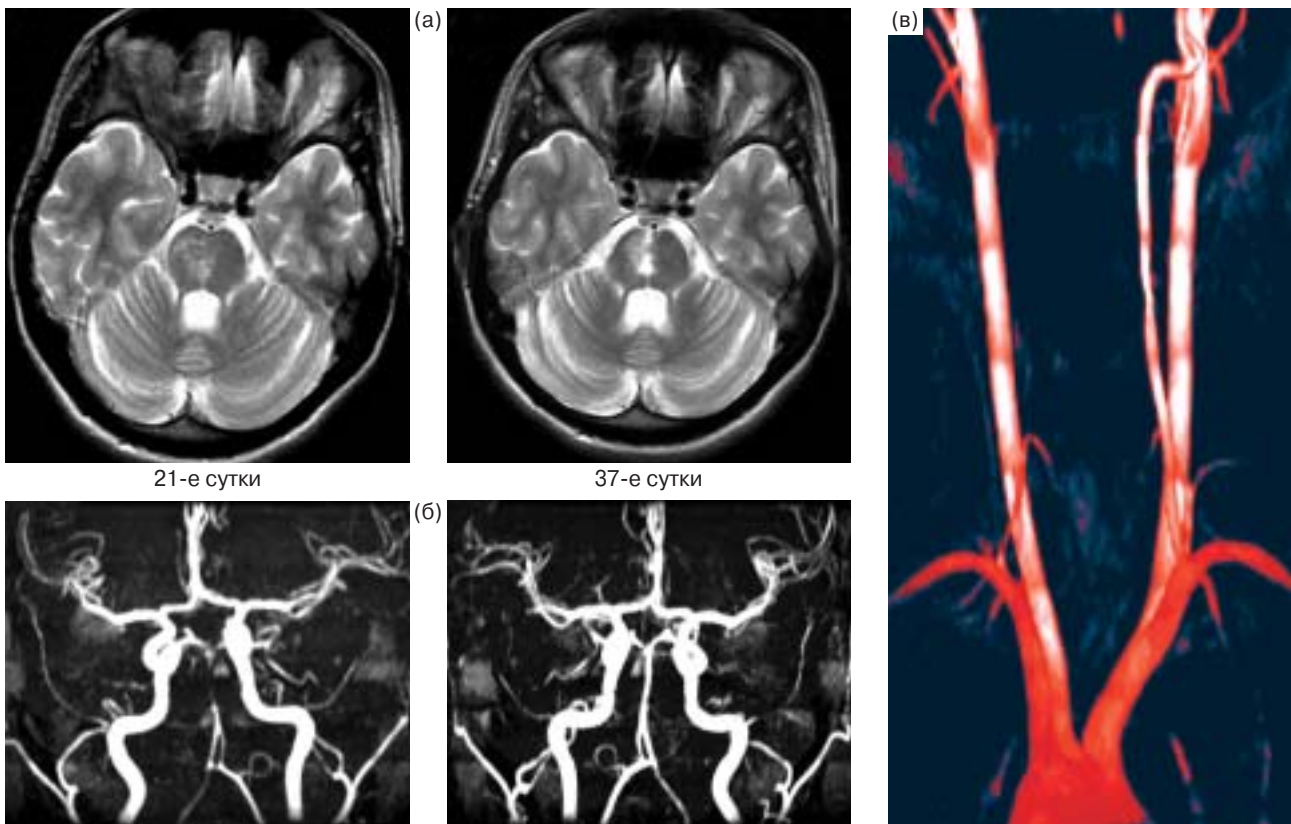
МРТ и МР-ангиографии в динамике. а – в режиме T2 отмечается уменьшение и признаки организации инфаркта в варолиевом мосту. б – восстановление кровотока по основной артерии. в – уменьшение интрамуральной гематомы правой ПА, кровоток по левой ПА отсутствует.
